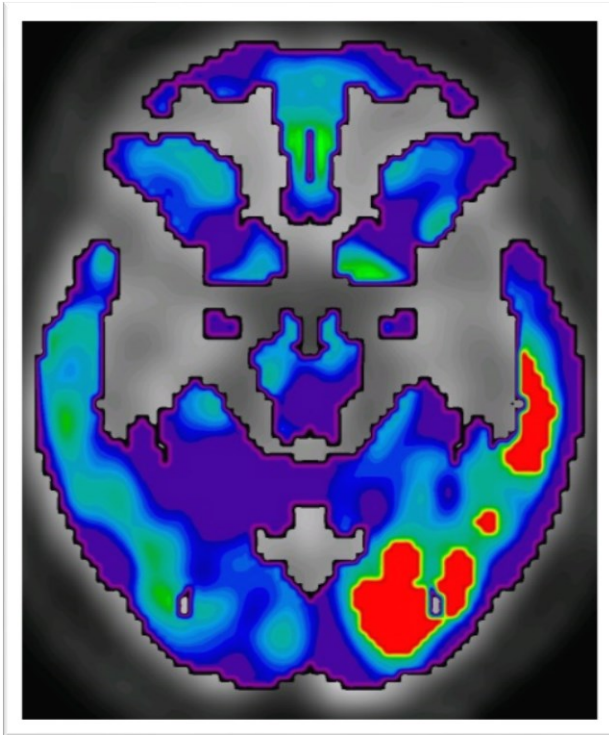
Beispielhafte PET von Proband GB280938
